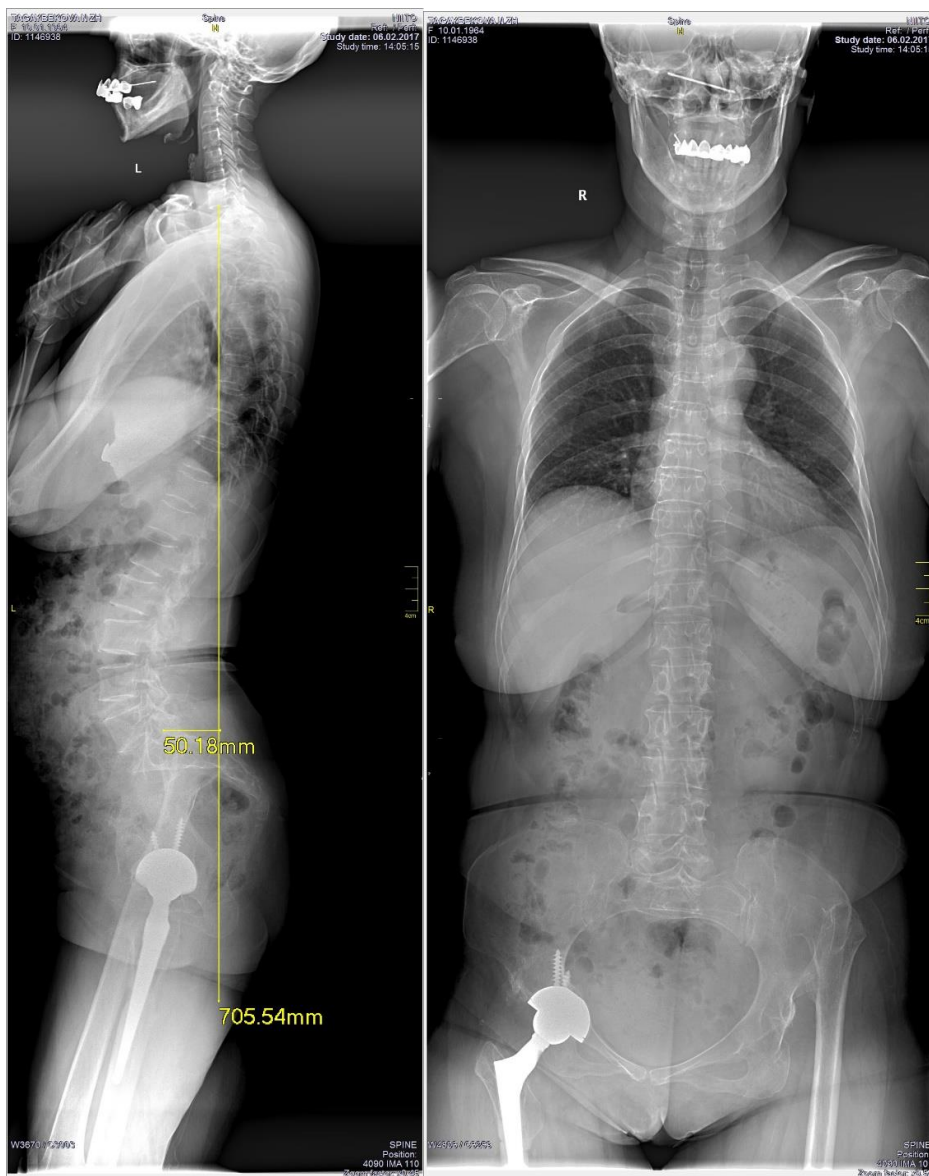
Рентгенограмма позвоночника пациентки Т., 52 лет, на уровне С1–S1 с захватом бедренных костей в прямой и боковой проекциях перед 2-м этапом хирургического лечения
